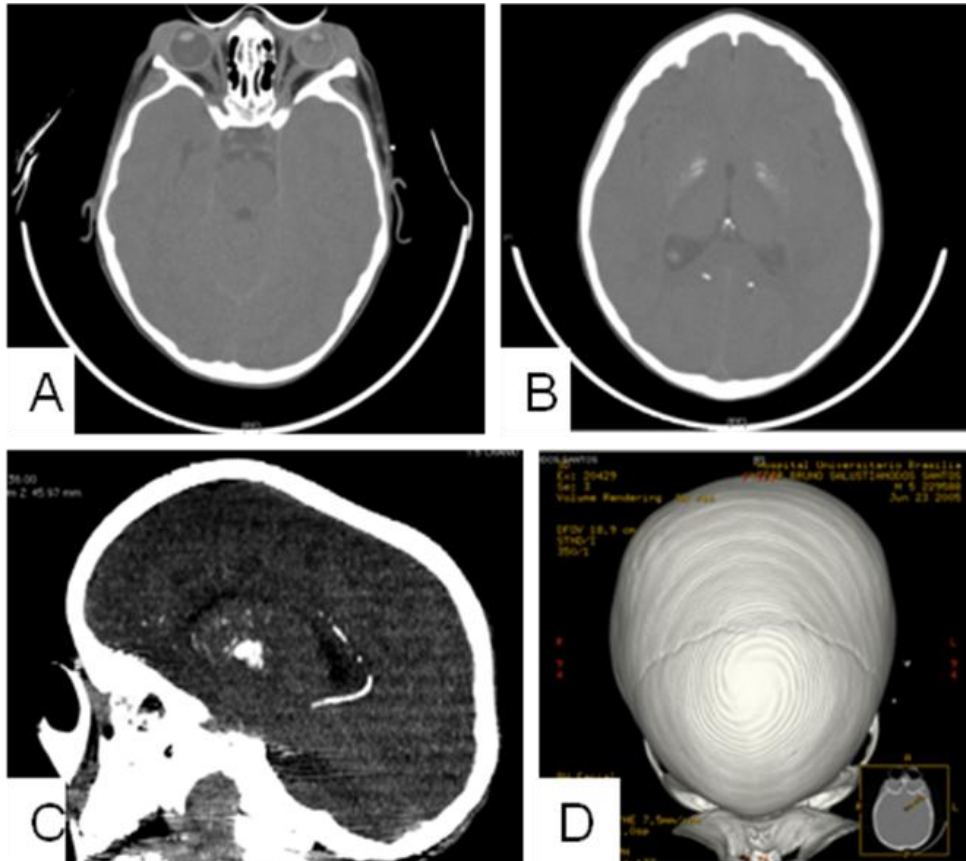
Tomografia computadorizada de crânio do Paciente 1: observa-se lesão hiperdensa acometendo terço médio e posterior do globo ocular esquerdo (Fig. 3.A). Calcificações em núcleo de base, região periventricular e substancia branca (Fig. 3.B). Corte sagital mostrando calcificação provavelmente no ramo esplênico da artéria cerebral posterior, uma artéria calibrosa próxima ao corpo caloso (Fig.3.C). Tomografia computadorizada 3D de crânio mostrando craniossinostose, não sendo possível observar a sutura sagital mediana (Fig. 3.D).
